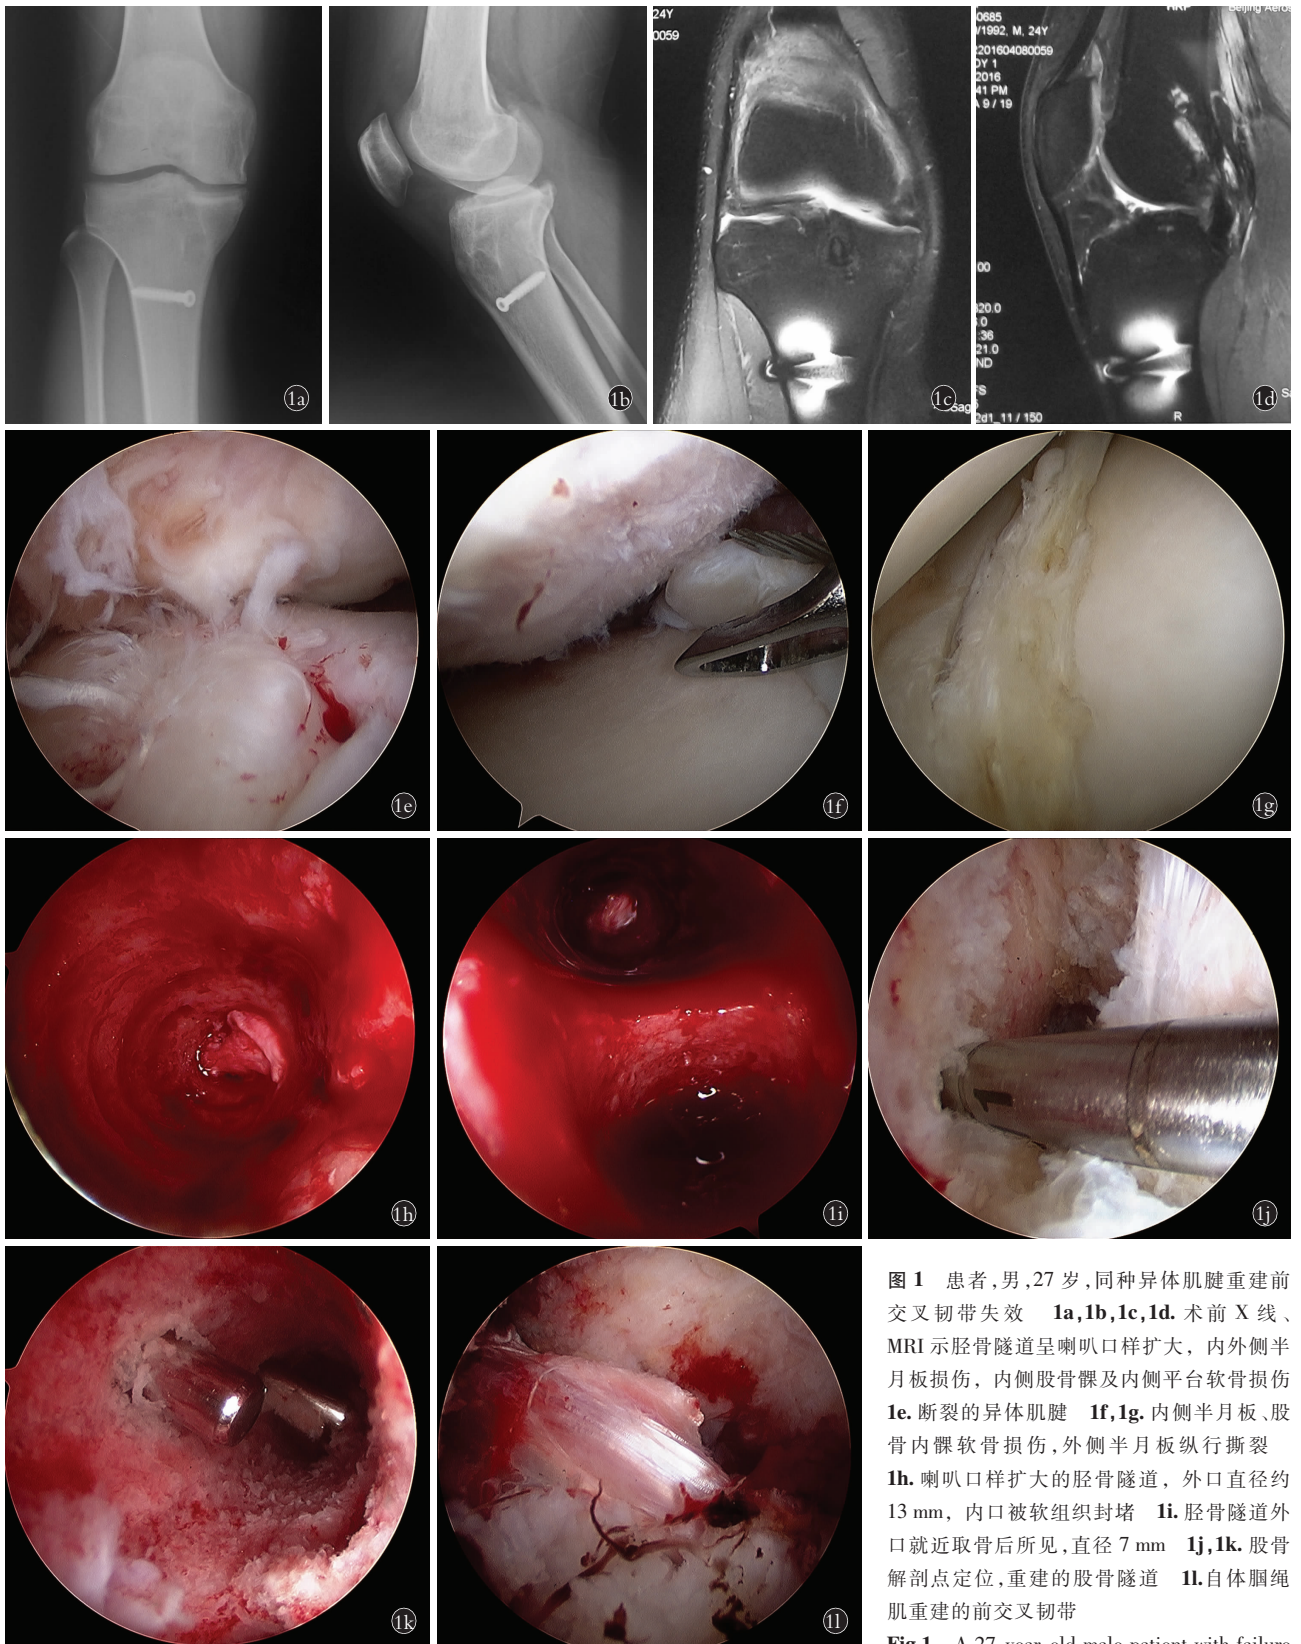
患者,男,27 岁,同种异体肌腱重建前交叉韧带失效 1a,1b,1c,1d. 术前 X 线、MRI 示胫骨隧道呈喇叭口样扩大,内外侧半月板损伤,内侧股骨髁及内侧平台软骨损伤 1e. 断裂的异体肌腱 1f,1g. 内侧半月板、股骨内髁软骨损伤,外侧半月板纵行撕裂 1h. 喇叭口样扩大的胫骨隧道,外口直径约 13 mm,内口被软组织封堵 1i. 胫骨隧道外口就近取骨后所见,直径 7 mm 1j,1k. 股骨解剖点定位,重建的胫骨隧道 1l. 自体腘绳肌重建的前交叉韧带
